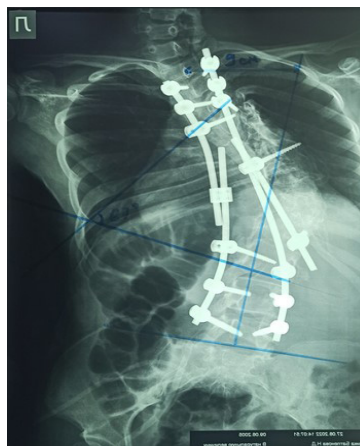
X-ray in the frontal projection after surgery
